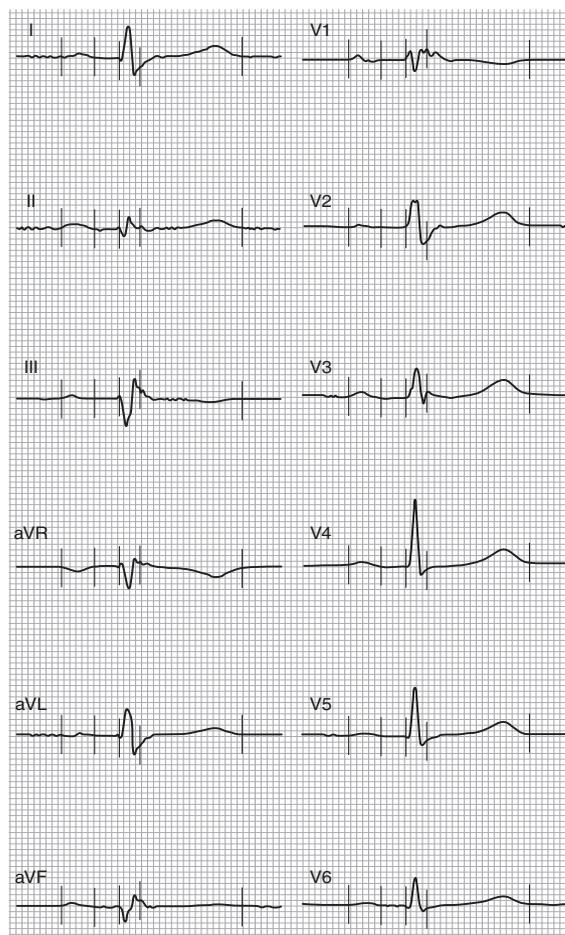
Поверхностная эхокардиограмма пациента
